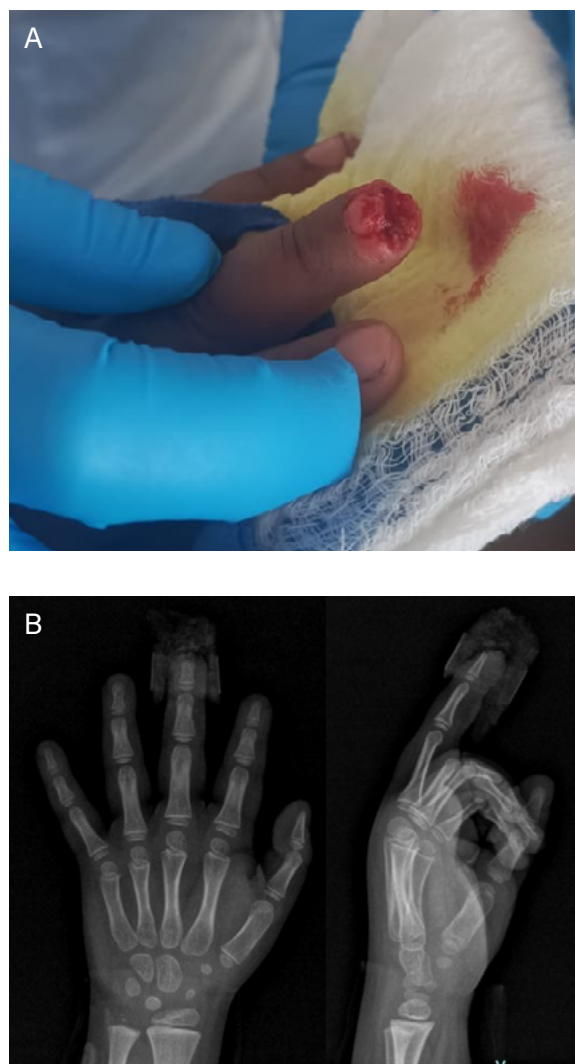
A. Lesión de falange distal a la llegada en urgencias. B. Radiografía anteroposterior y lateral donde se evidencia solución de continuidad ósea a nivel de falange distal de tercer dedo.
